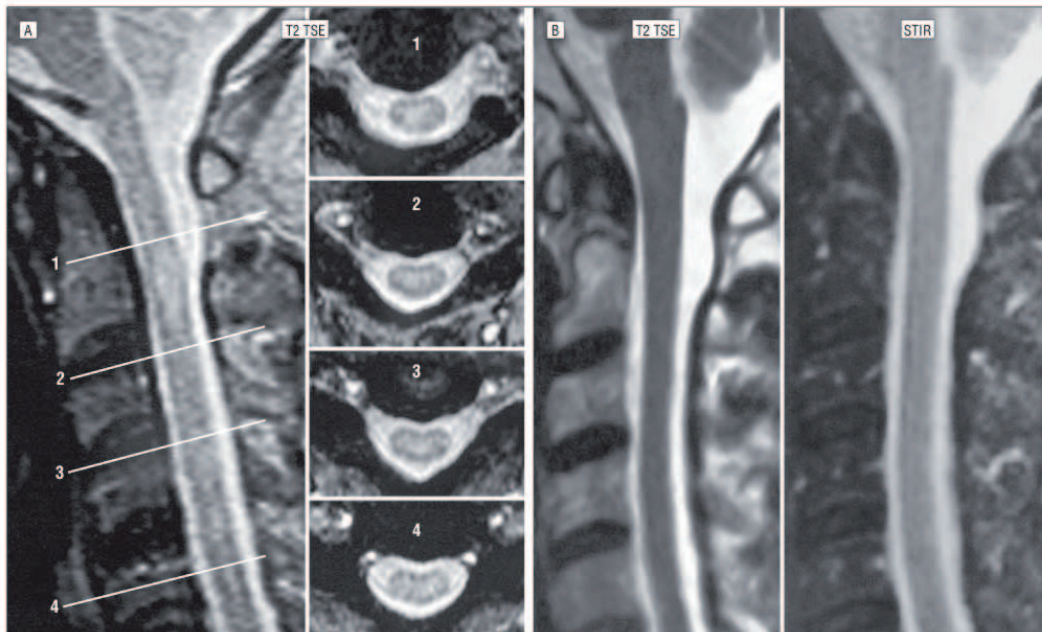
Apparent regression of spinal cord magnetic resonance imaging hypersignal during the follow-up period in patient 4 (Table 1) having neuromyelitis optica with a good outcome. A, Longitudinal extensive transverse myelitis was diagnosed on a longitudinal section of a 0.5-T T2-weighted turbo spin-echo sequence (TSE/M) in 1999 (left). Transverse sections of the lesions at different levels confirmed extensive transverse myelitis, with a length of 3 or more vertebral segments (right). B, Longitudinal section on a 1.5-T T2-weighted TSE/M (left) and a short tau inversion recovery (STIR) sequence (right) in 2004 showed complete regression of myelitis.
